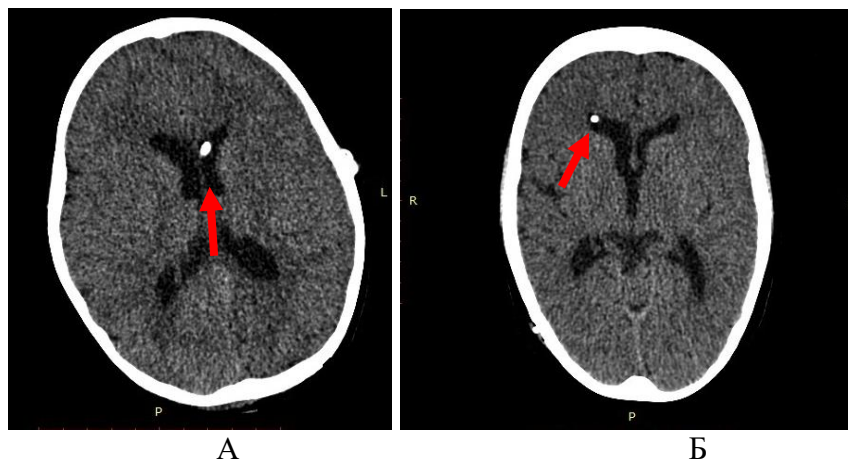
Контрольное СКТ головного мозга. А — Наблюдение №70, больная М., возраст 8 месяцев, история болезни №45-12. Д-з: поствоспалительная гипорезорбтивная сообщающаяся гидроцефалия. Стрелкой указано расположение вентрикулярного катетера в переднем роге левого бокового желудочка; Б — Наблюдение № 58, больная К., 7 лет, история болезни №3009-10. Д-з: Поствоспалительная гипорезорбтивная гидроцефалия. Стрелкой указано положение вентрикулярного катетера в переднем роге правого бокового желудочка
